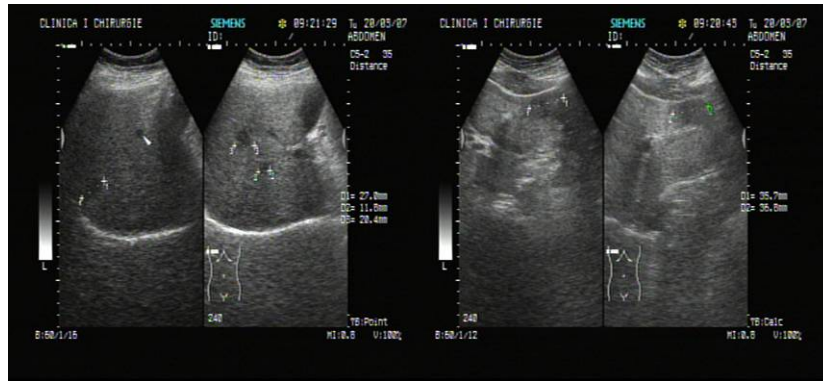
Ecografie hepatică
